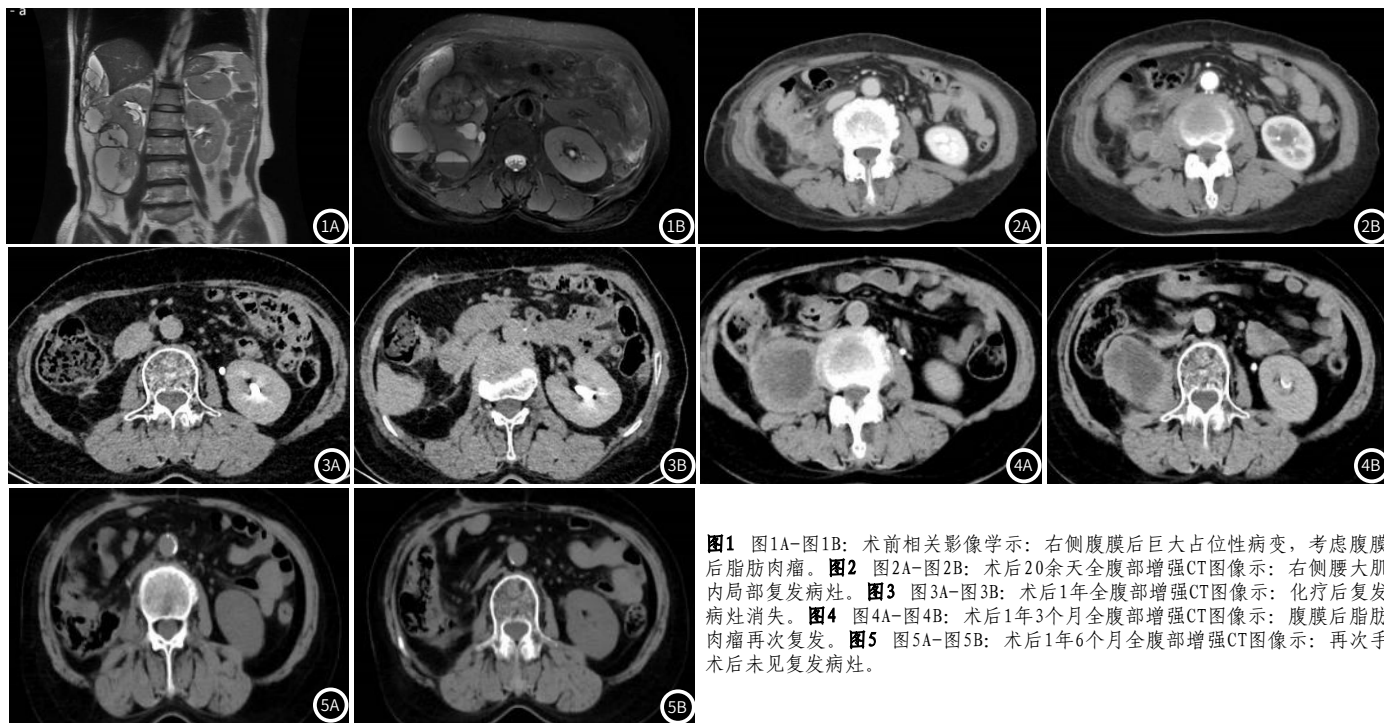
图1A-图1B: 术前相关影像学示: 右侧腹膜后巨大占位性病变, 考虑腹膜后脂肪肉瘤。图2 图2A-图2B: 术后20余天全腹部增强CT图像示: 右侧腰大肌内局部复发病灶。图3 图3A-图3B: 术后1年全腹部增强CT图像示: 化疗后复发灶消失。图4 图4A-图4B: 术后1年3个月全腹部增强CT图像示: 腹膜后脂肪肉瘤再次复发。图5 图5A-图5B: 术后1年6个月全腹部增强CT图像示: 再次手术后未见复发灶。
